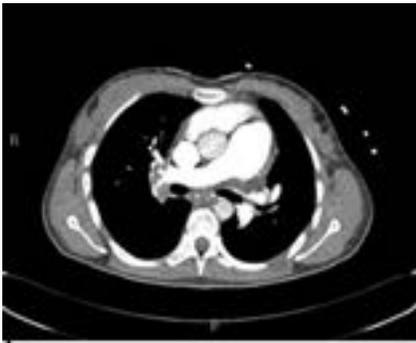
TC torácica con contraste i.v que muestra aumento de calibre del cono de la arteria pulmonar principal.
